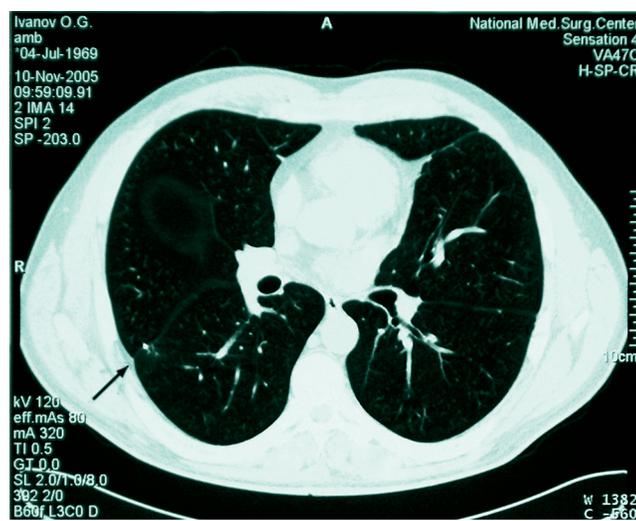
КТ ОГК после операции (10.11.05)
